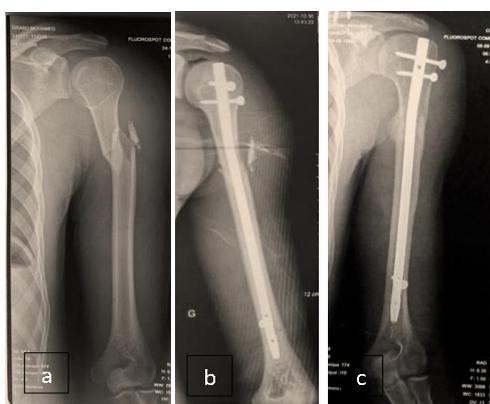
a. Radiographie initiale d'une fracture du 1/3 proximal de l'humérus b. Radiographie post opératoire immédiate c : consolidation à 6 mois post opératoire
